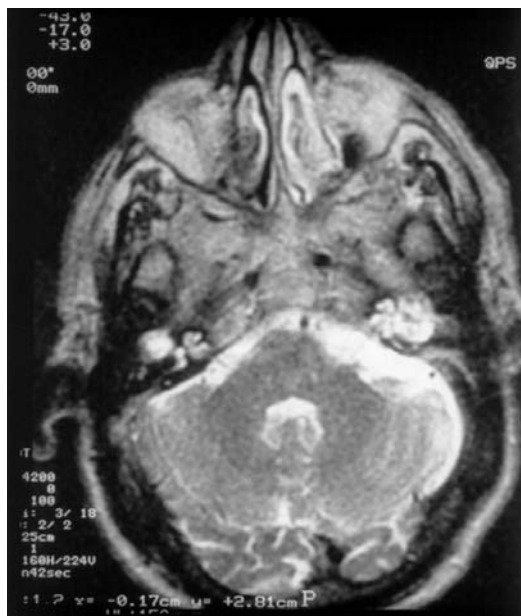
RM del caso anterior.
